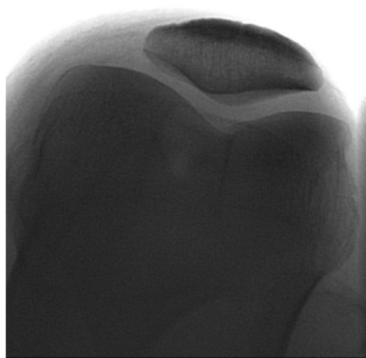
Рентгенограма за Settegast
